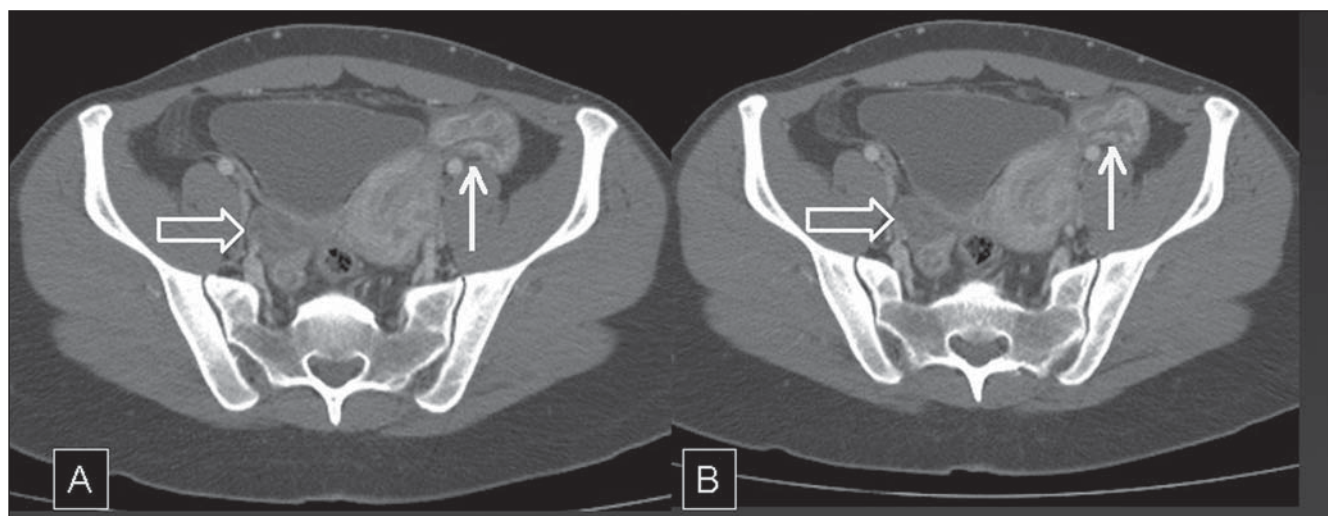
DIPA (salpingite) – TC da pelve. Observa-se realce anômalo e aumentado na região anexial esquerda, com aspecto serpiginoso, correspondendo à parede da tuba espessada e inflamada (setas cheias). Há ainda mínima quantidade de líquido ao redor da tuba. O ovário direito tem aspecto normal (setas vazadas). (A,B: cortes axiais na fase venosa de injeção do meio de contraste).
